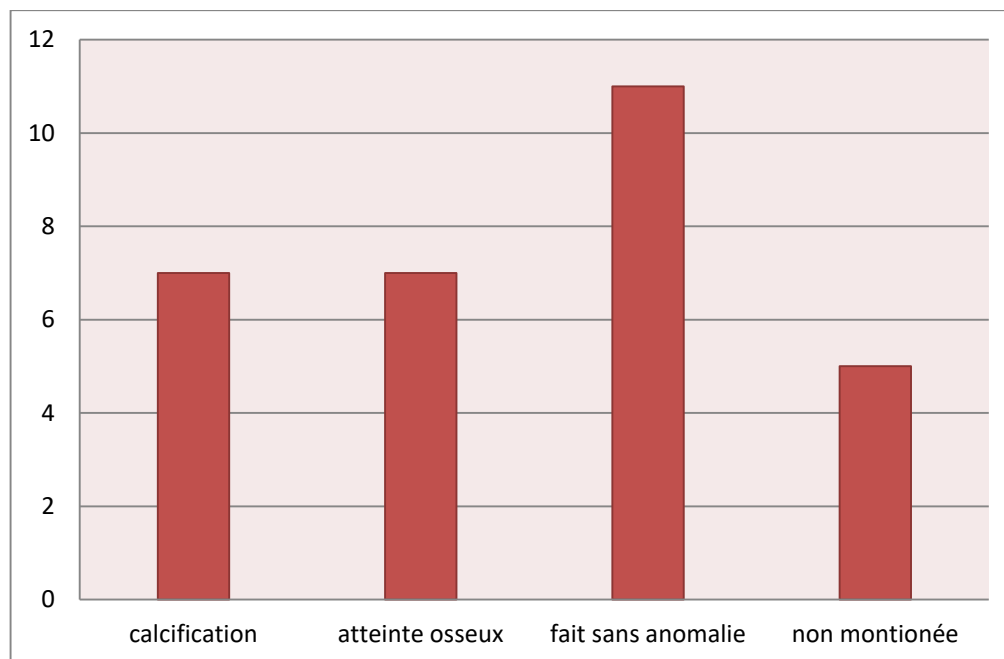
Répartition des patients selon la radiographie standard du site
